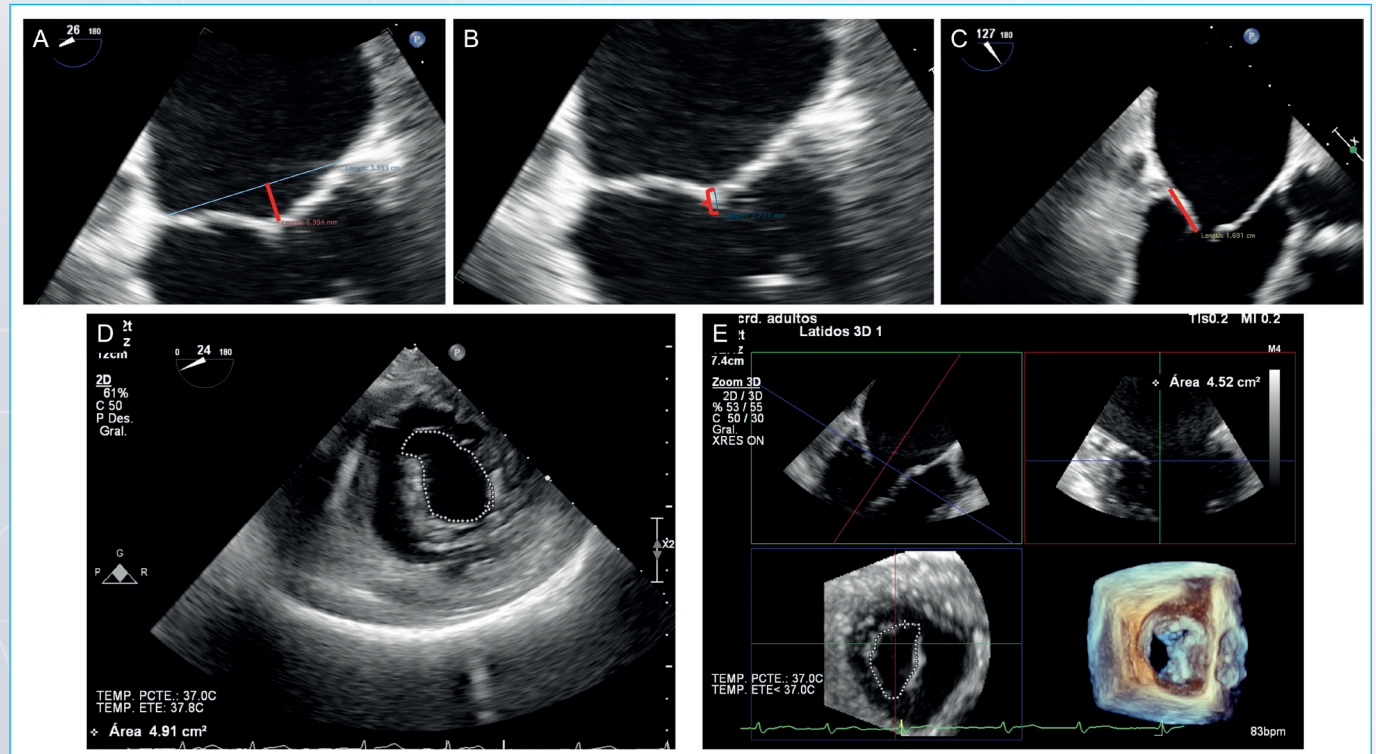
Valoración en ecocardiograma transesofágico de una insuficiencia mitral secundaria. A. Profundidad de coaptación 6.9 mm. B. Longitud de zona de coaptación 3.7 mm. C. Longitud de la valva posterior de 16 mm. D. Área valvular mitral en vista transgástrica 4.9 cm². E. Área valvular mitral valorada por 3D 4.52 cm².
